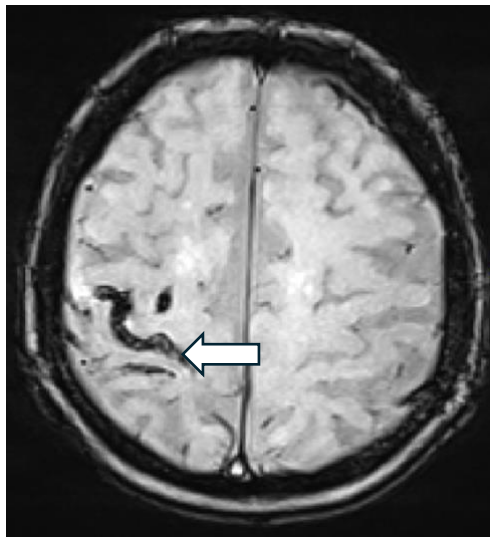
MRT SWI des Gehirnschädels. Der weiße Pfeil zeigt die kSAB.
